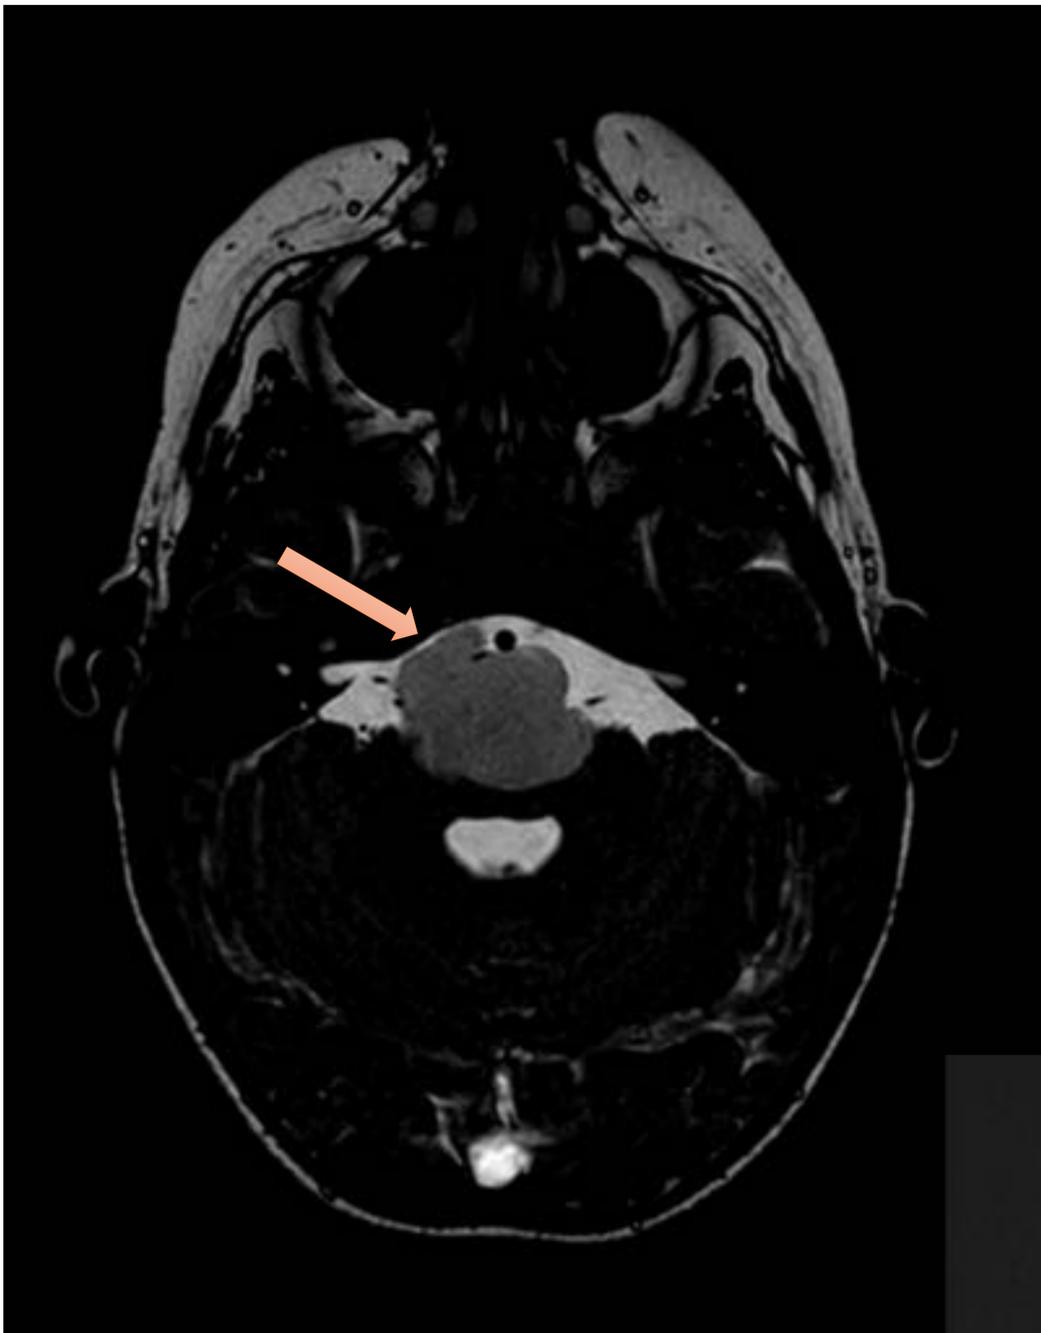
Imagen de resonancia magnética. Secuencia CISS en plano axial. Masa polilobulada ocupando ángulo bulbocerebeloso derecho.
